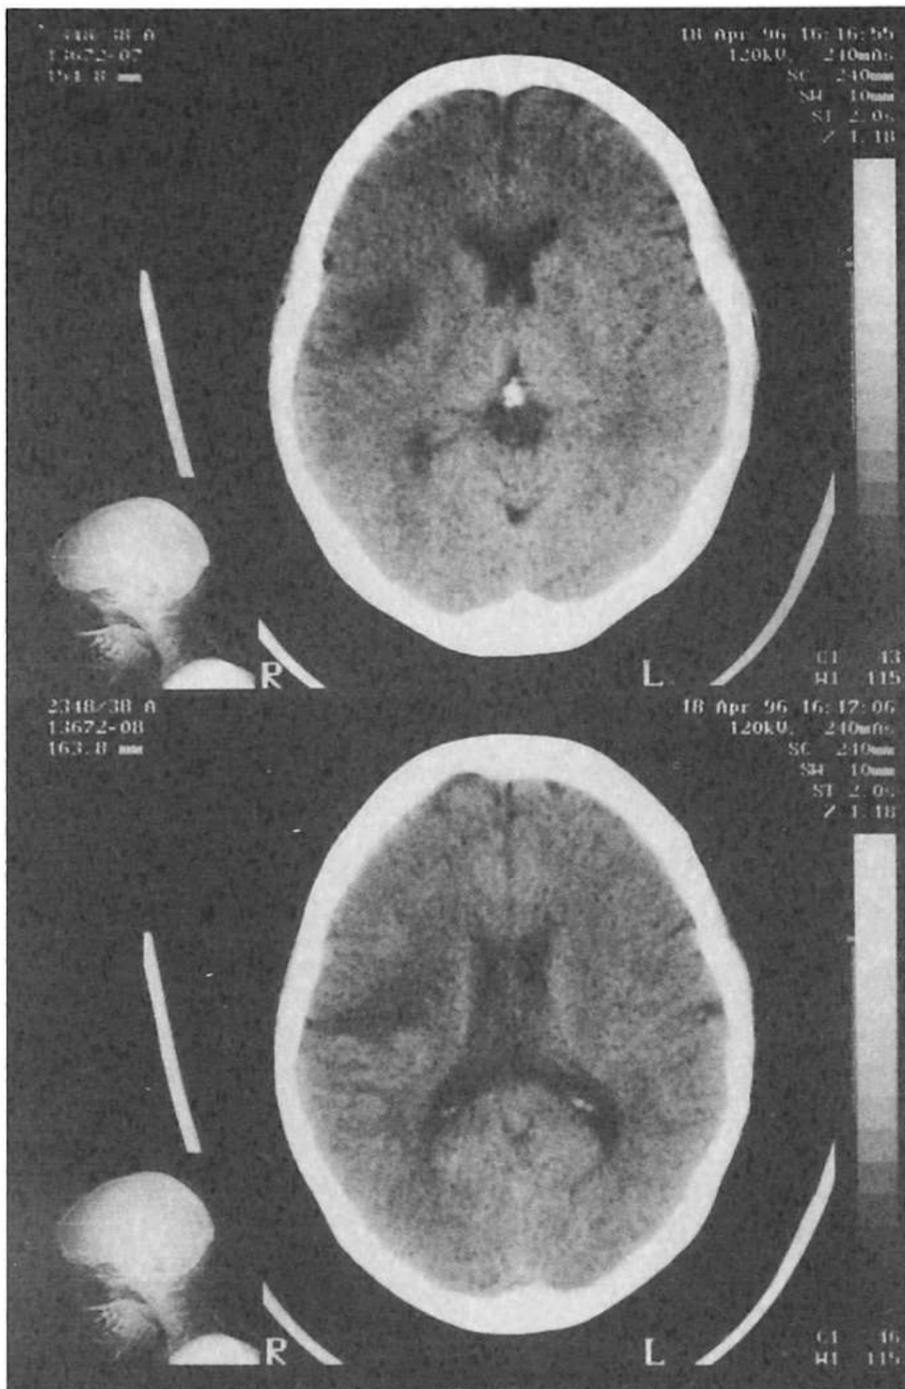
TAC cerebral al ingreso. Lesión hipodensa temporal y parietal derecha con mínimo efecto de masa, que no capta medio de contraste.
